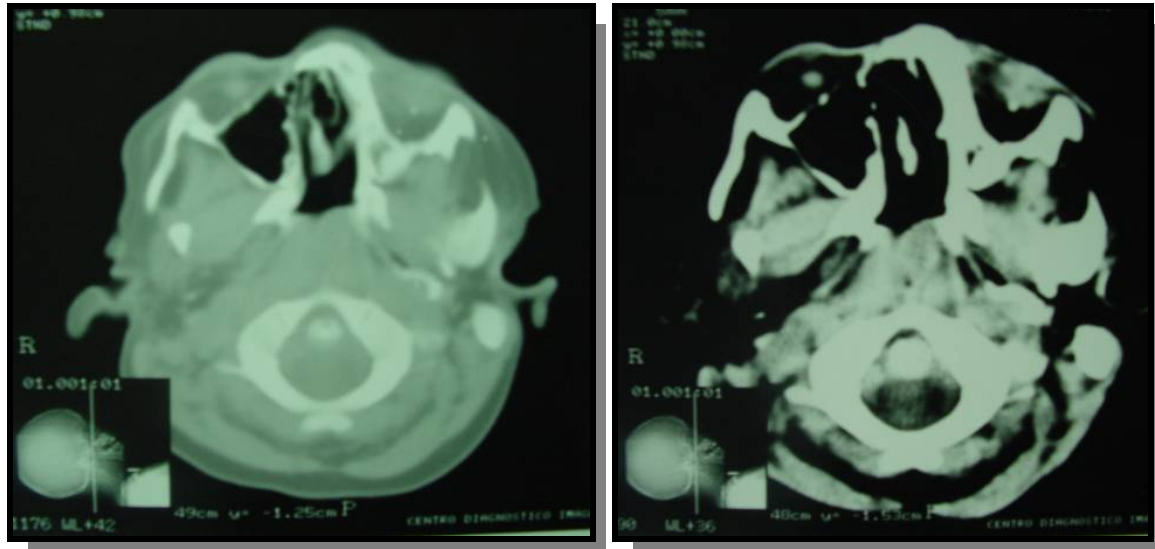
TC de órbita, revelando ausência bilateral de globo ocular.
